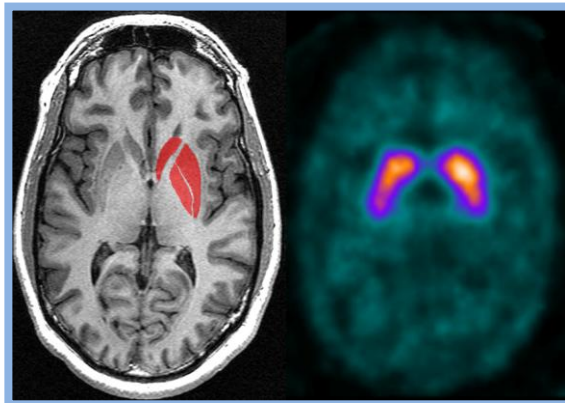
Estriado normal con imagen RM (Izquierda) y ¹²³I-ioflupano SPECT (derecha).
